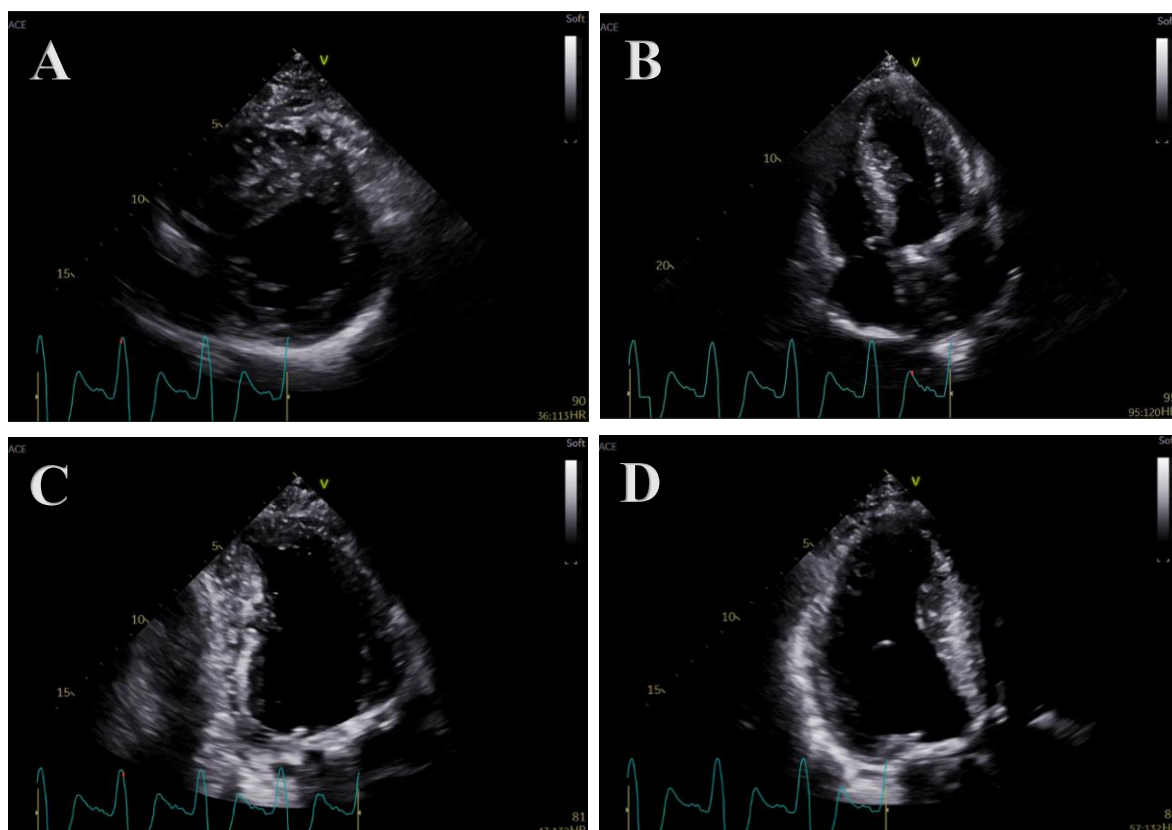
Avaliação da hipertrofia ventricular esquerda, em telediástole, nas diferentes abordagens ecocardiográficas: (A) Paraesternal esquerdo eixo curto ao nível dos músculos papilares (B) Apical 4 câmaras (C) Apical 2 câmaras e (D) Apical 3 câmaras.
